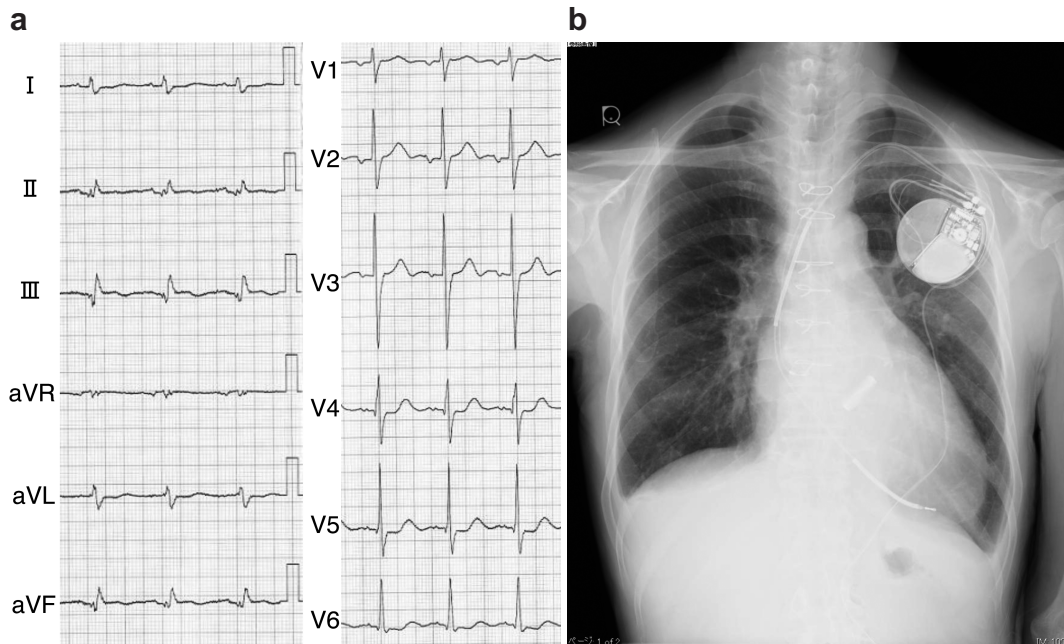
ICD埋め込み前の心電図 (a) とICD埋め込み後の胸部X線画像 (b).
